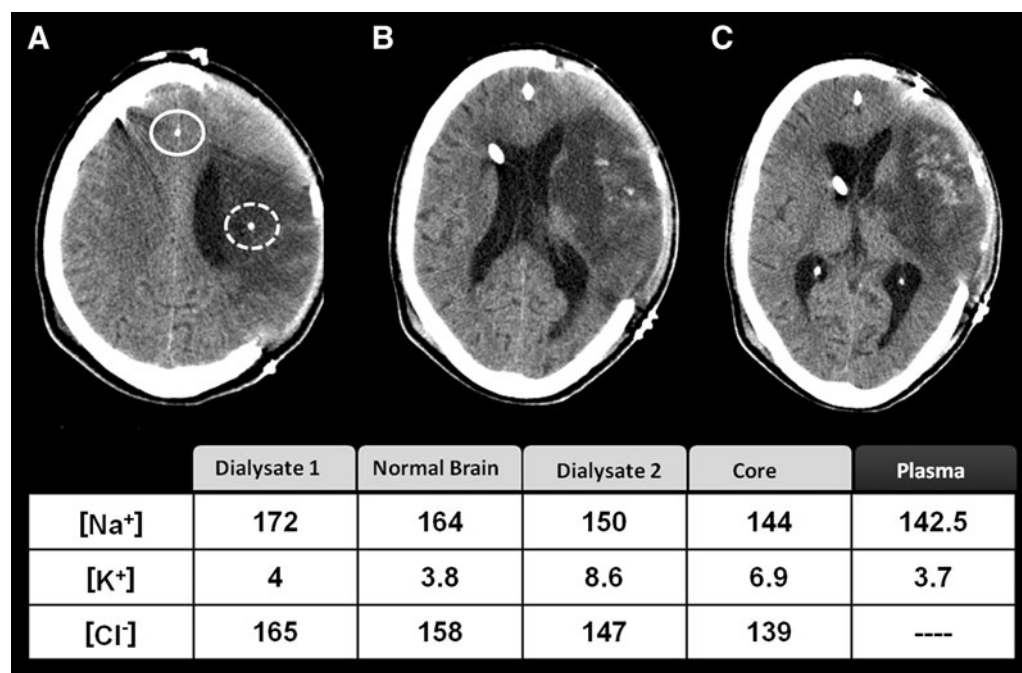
This 52-year-old man was brought to the emergency department following the sudden onset of severe right-sided weakness and difficulty speaking. On admission to our center, the patient showed dense right hemiplegia and expression dysphasia and a score on the National Institutes of Health stroke scale of 22. In the computed tomography scan after decompressive craniectomy was conducted, we observed a massive infarction occupying more than 75% of the territory of the middle cerebral artery with some hemorrhagic component inside the infarction. The continuous and discontinuous white circles indicate the MD probes located in normal brain and in the infarction core, respectively. The table summarizes the ionic concentration in the plasma, the dialysate in normal brain (dialysate 1) and core (dialysate 2), and the estimated concentration in the extracellular fluid according to the equations described in the text. The main finding was that $[K^+]_{\text{brain}}$ was high in the core.
